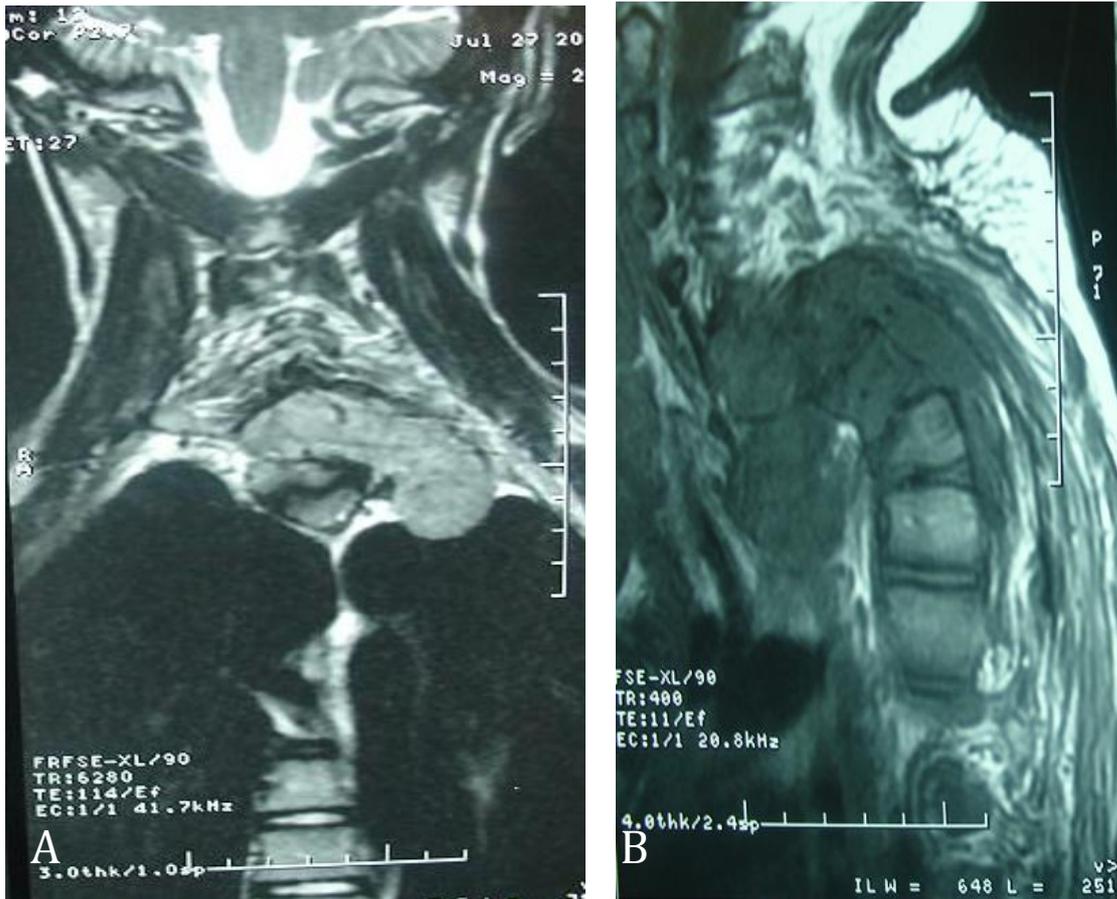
IRM spinale coupe coronale (A), Coupe sagittale (B), coupe axiale (C,D), meningeoma extradural avec destruction osseuse de C7-T3.
